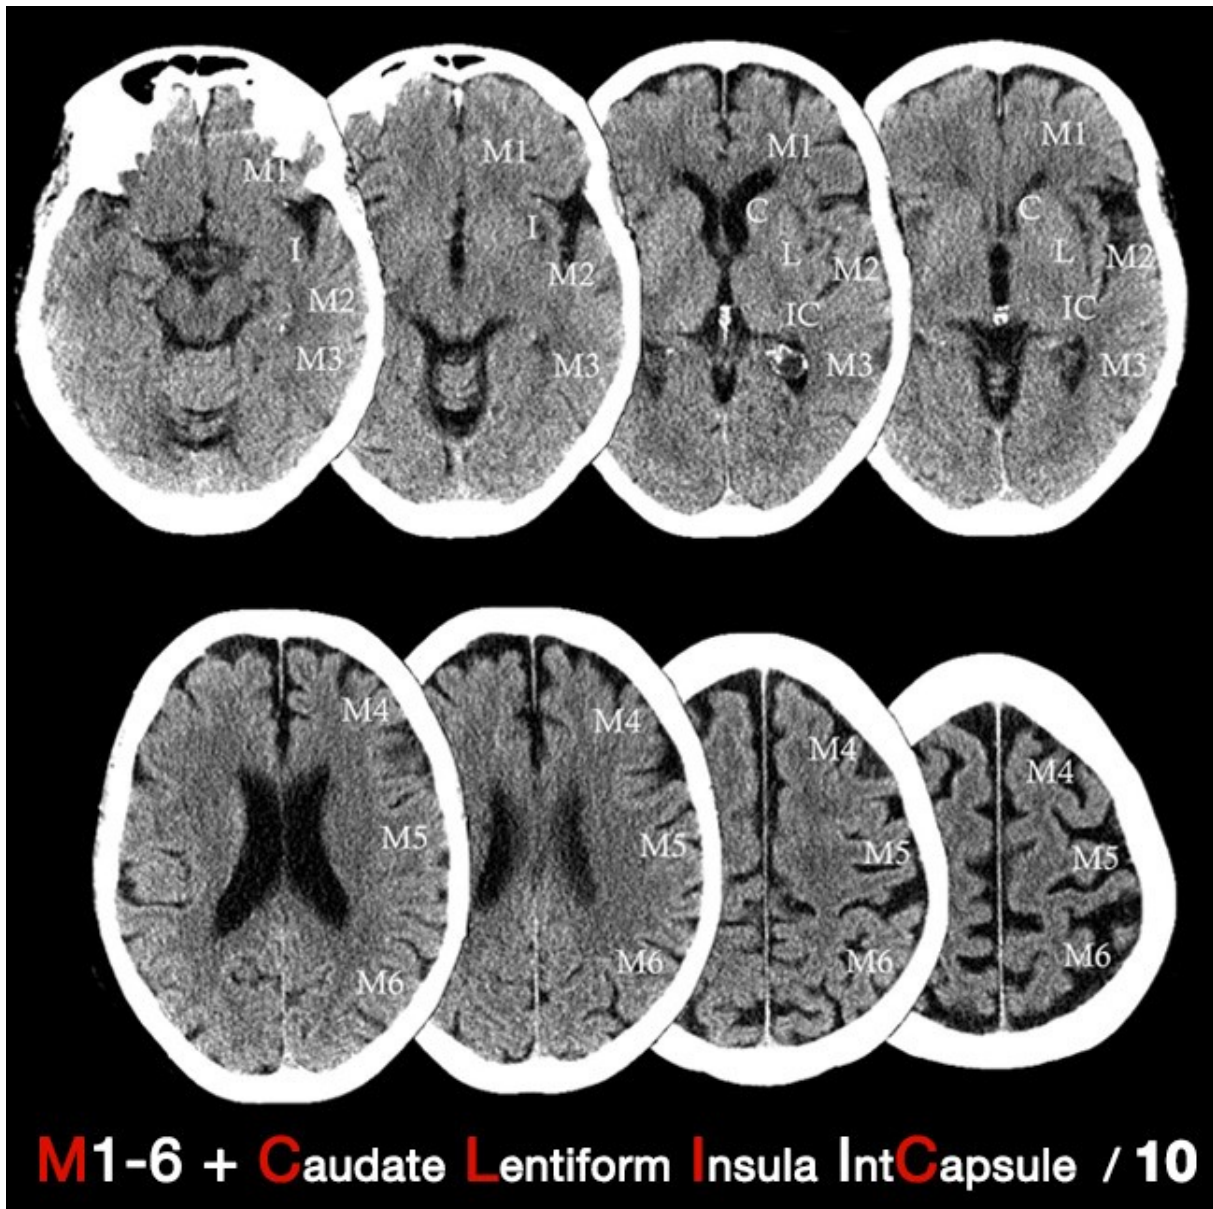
ASPECTS-Regionen. Alle Bilder der Basalganglien und der Suprabasalganglienebene sollen untersucht werden. Für jede Region, die betroffen ist, wird 1 Punkt von 10 abgezogen. ASPECTS 8-10: kleiner Infarktkern, 6-7: moderater Infarktkern, 0-5: großer Infarktkern (Kashani).
